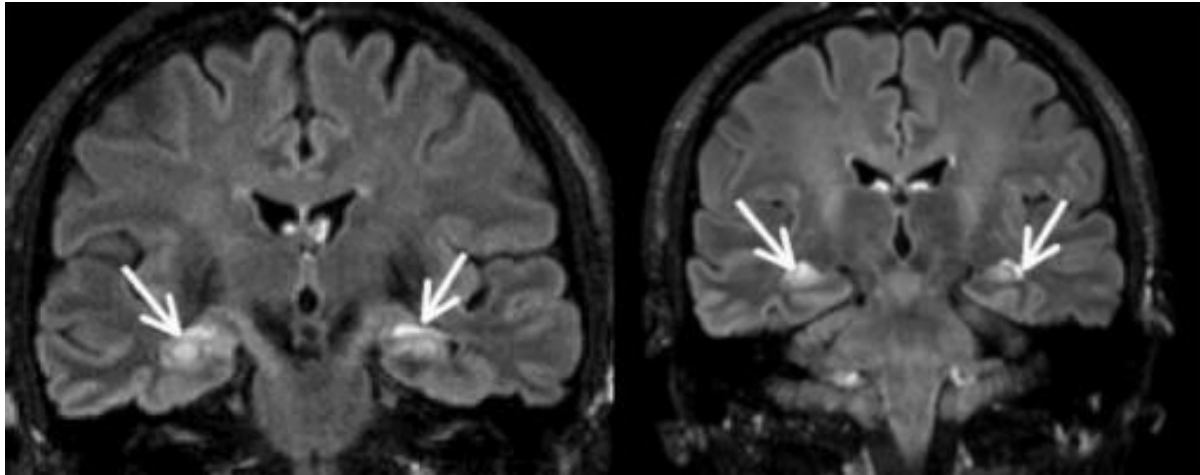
Encéphalite limbique, IRM pondérée en séquence Flair. Coupes coronales retrouvant des hypersignaux bitemporaux (flèches blanches).
